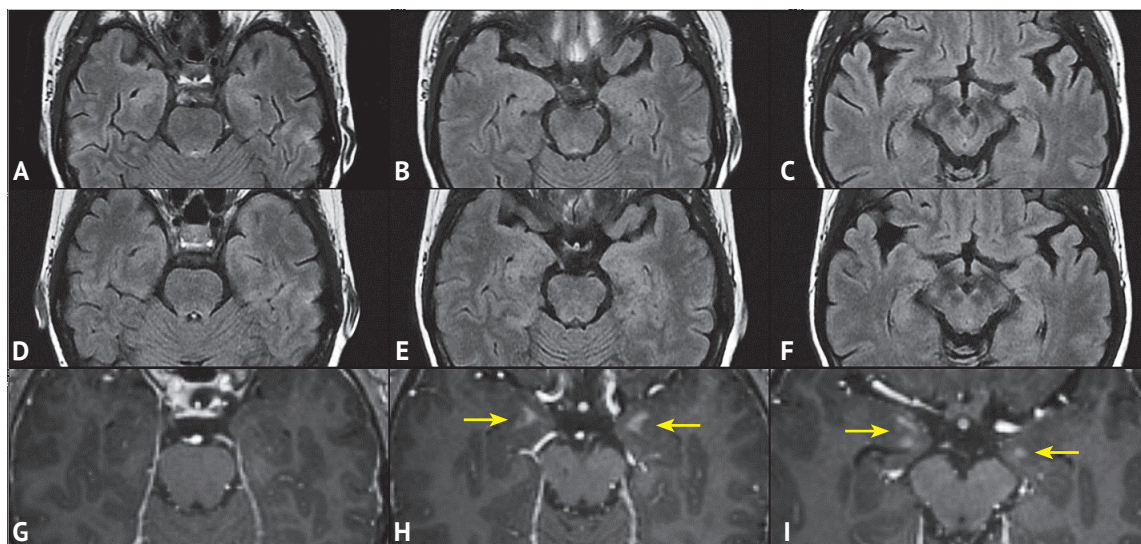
Аксиальные магнитно-резонансные томограммы головного мозга пациента из клинического примера 3. Томограммы на уровне мезотемпоральных отделов полушарий головного мозга в режиме T_2 FLAIR в первые сутки заболевания не выявляют изменения сигнала от данных структур (A, B, C). Исследование, выполненное на 6-е сутки заболевания, также не выявляет изменений сигнала в режиме T_2 FLAIR (D, E, F), однако томограммы, взвешенные по T_1 после контрастного усиления, обнаруживают накопление контрастного агента гиппокампами (указано стрелками)
